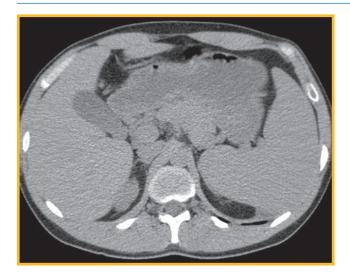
Компьютерная томограмма брюшной полости пациента с общей вариабельной иммунной недостаточностью. Визуализируются селезенка больших размеров, увеличенная печень, забрюшинная лимфаденопатия
